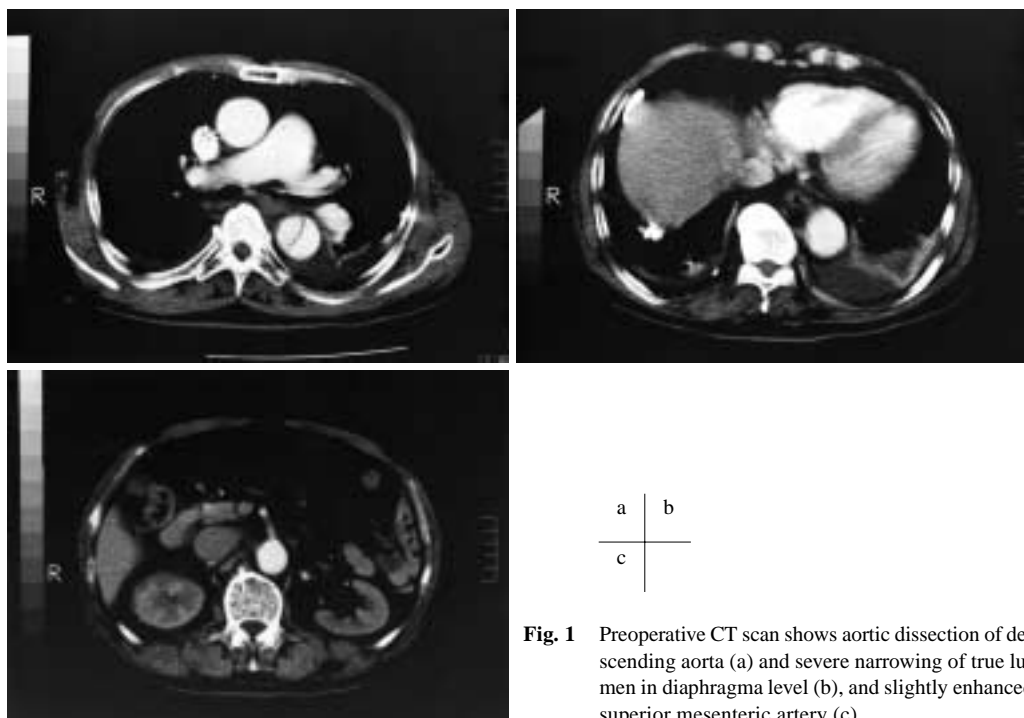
Preoperative CT scan shows aortic dissection of descending aorta (a) and severe narrowing of true lumen in diaphragma level (b), and slightly enhanced superior mesenteric artery (c).
